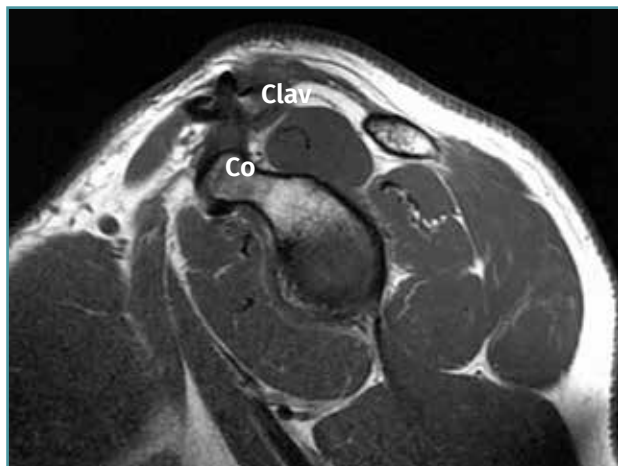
Aspecto de la resonancia practicada transcurridos más de 12 meses de la intervención: integridad anatómica con desaparición de los signos cicatriciales y edematosos.
